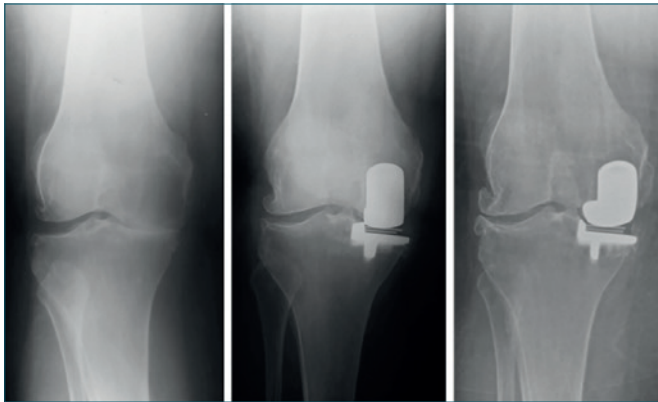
Progressione dell'artrosi nel compartimento laterale: radiografia preoperatoria (sinistra), a 5 anni di follow-up (centro) e a 10 anni di follow-up (destra).
